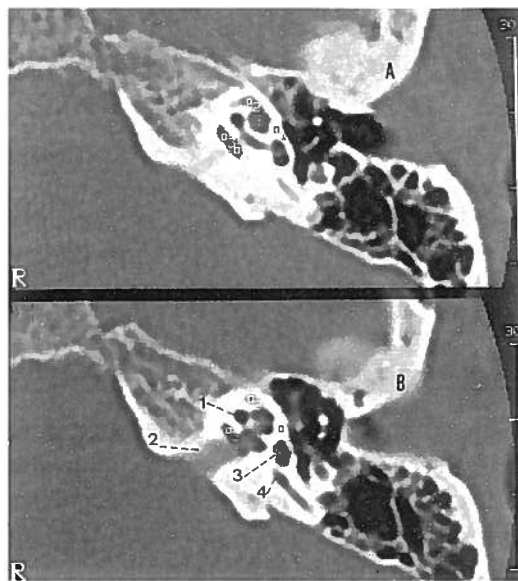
TC do OE, alta resolução. Tomogramas órbito-meatais que interceptam o caracol e o CAI. O tomograma A é 1 mm inferior ao tomograma B. 1. Caracol 2. CAI 3. Vestíbulo 4. Extremidade ampolar do CSC posterior. Estão calculadas as densidades da cápsula pericolumelar, nas zonas referenciadas, que correspondem ao osso visualmente normal e hipodenso. Na zona n° 2, sobre o foco médio-apical do caracol com contacto endosteal, mede-se 125-135 UH. Na zona n° 3, sobre o foco da parede do CAI, mede-se 5-15 UH. No OD, lado não mostrado, os focos são simétricos.
